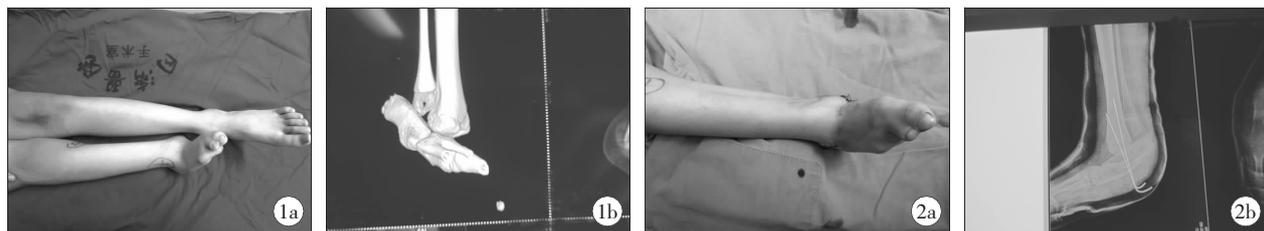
患儿术前大体观(1a)及 CT 三维成像图(1b); 图 2 患儿术后大体观(2a)及 X 线片(2b)
